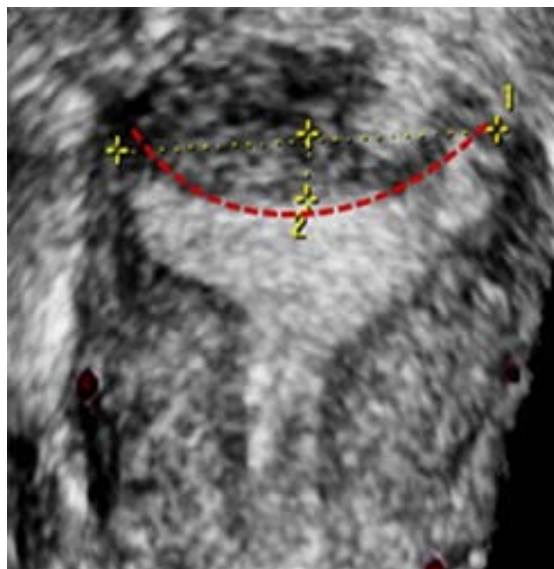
Ecografía 3D que muestra un útero con una hendidura la cavidad uterina de morfología cóncava, redondeada, (línea de puntos rojos) con una profundidad de la concavidad menor que supera los 5 mm por lo que se diagnosticó útero arcuato. La histeroscopia diagnóstica útero subsepto.
